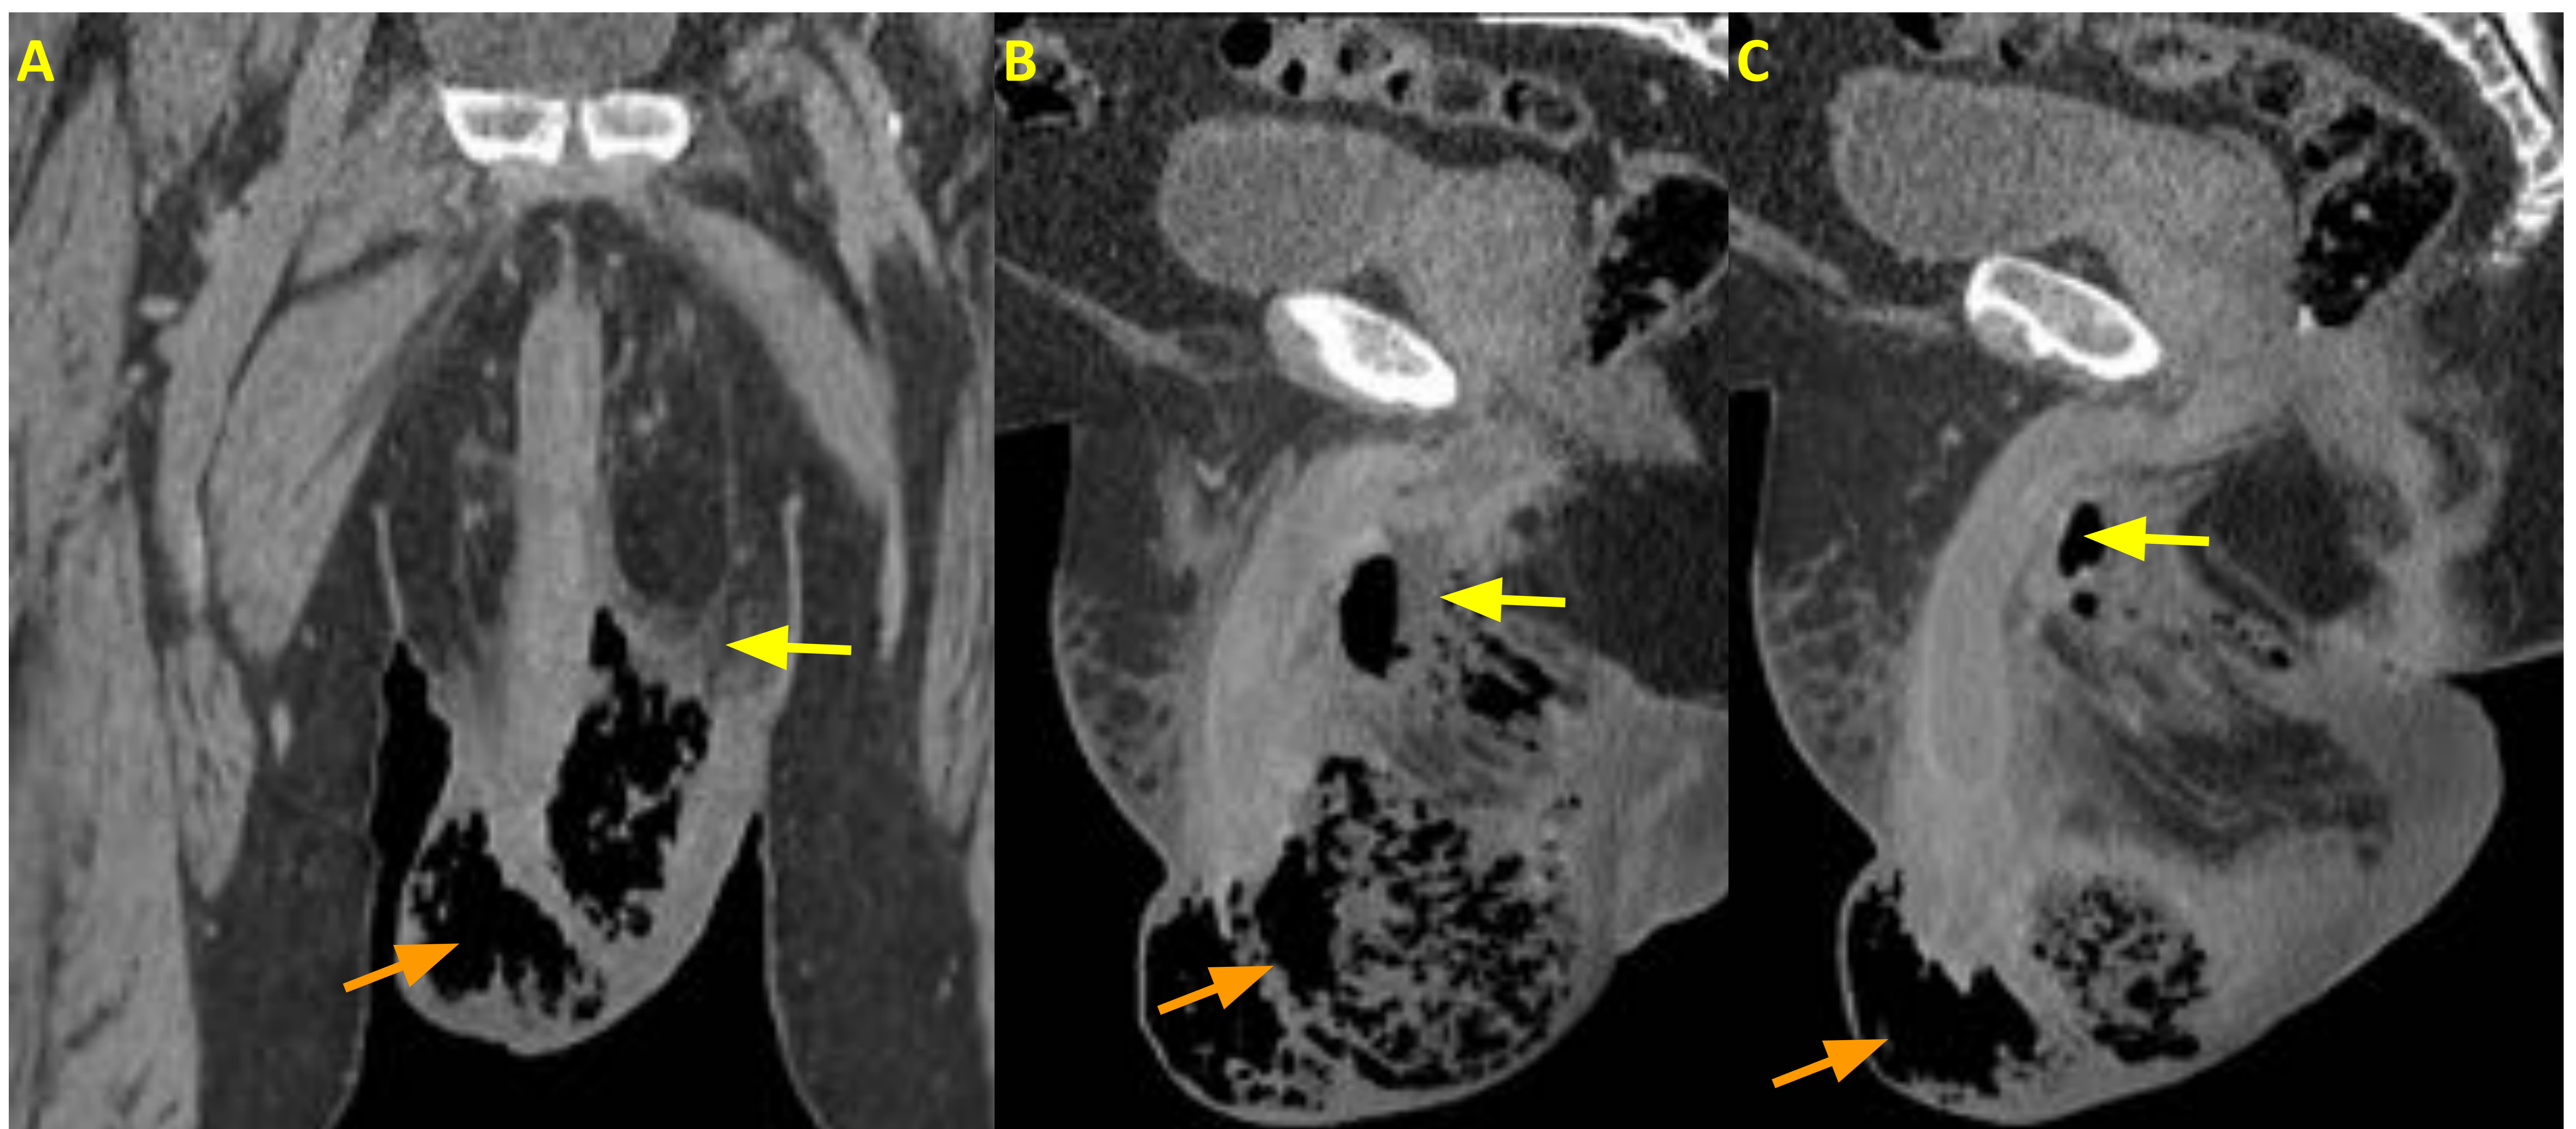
Gangrena de Fournier. Paciente de 69 años que acude a urgencias por un episodio de orquiepididimitis izquierda de una semana de evolución que ha empeorado notablemente a pesar del tratamiento antibiótico. Presentaba importante edema escrotal, dolor y signos inflamatorios asociados y una leucocitosis de 30.000 leucocitos. Se realiza TC urgente (A,B,C) observándose importante enfisema subcutáneo (flecha naranja) y marcados cambios inflamatorios en región perineal a nivel de la base peneana y escrotal izquierda (flecha amarilla).
